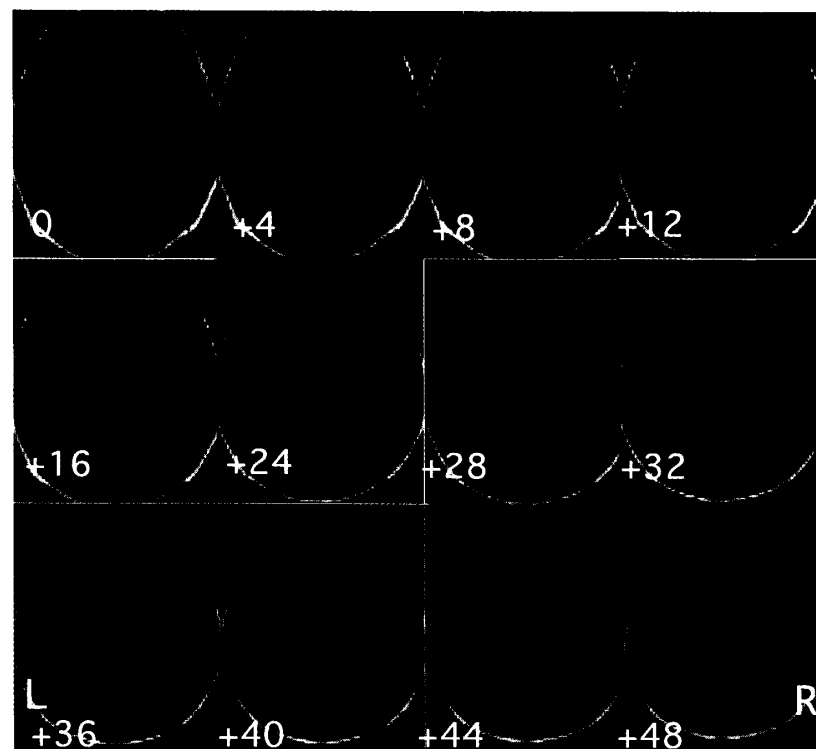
MRI T₁強調画像水平断に重ねた症例2の機能的MRI画像所見
